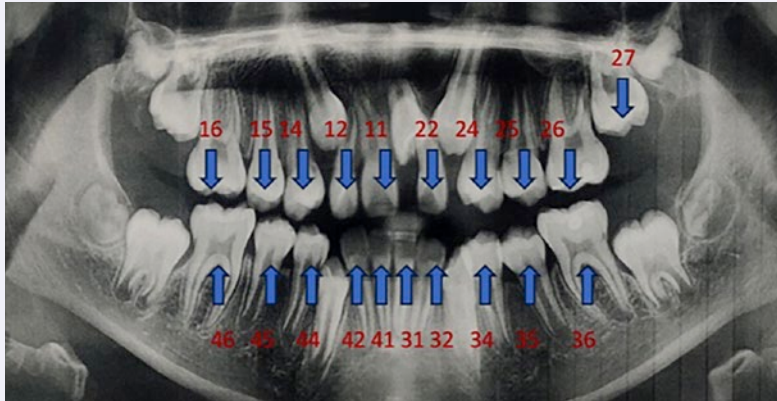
Radiografía panorámica de inicio.
